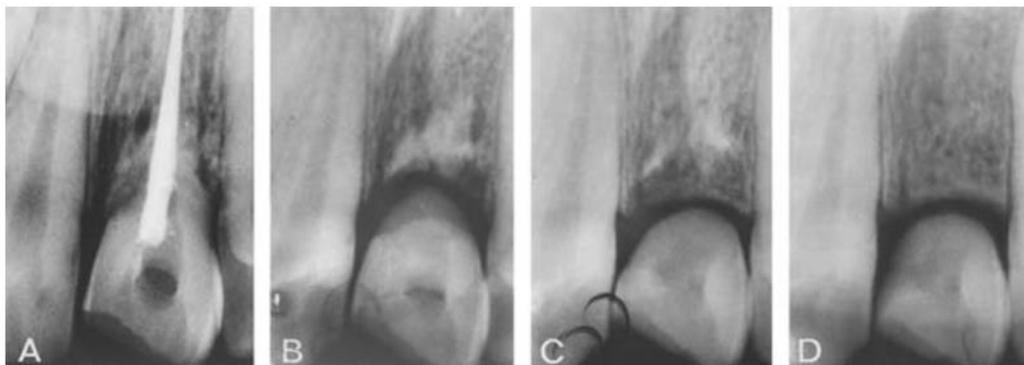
Clichés radiographiques successifs présentant la décoronation d'une 21. La racine est en cours de résorption de remplacement. On peut observer une néoformation osseuse en coronaire de l'ancienne limite osseuse. Tiré de l'article de Andreasen et al. (11)
